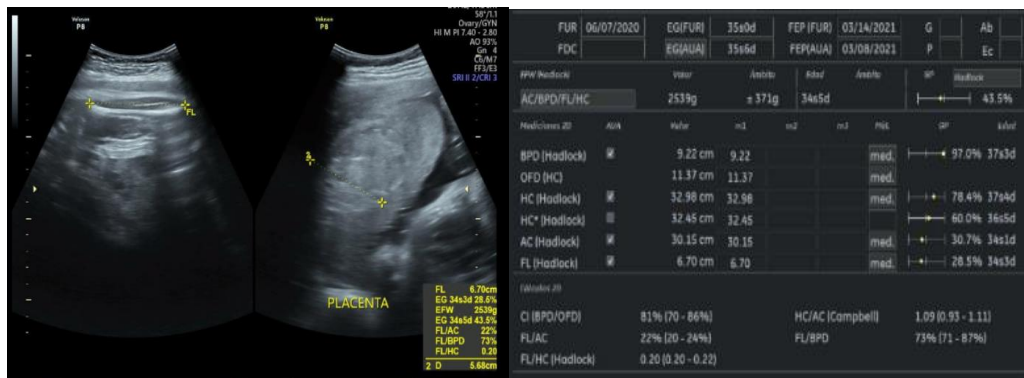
Ecografía obstétrica
